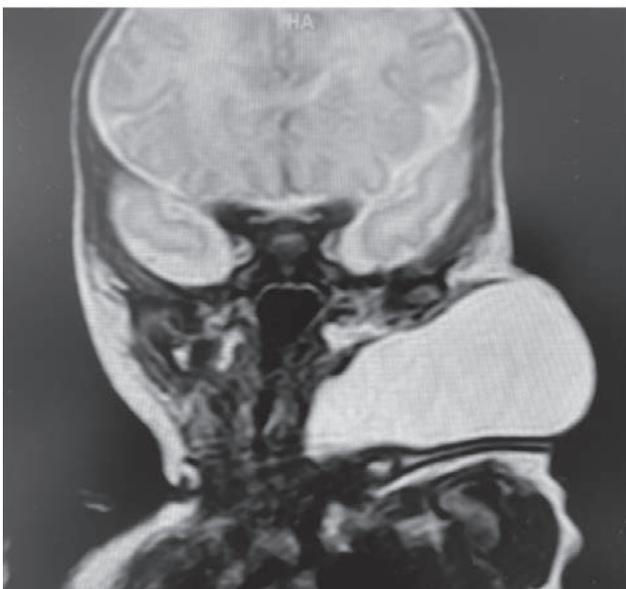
RMN cervical a la semana de vida
